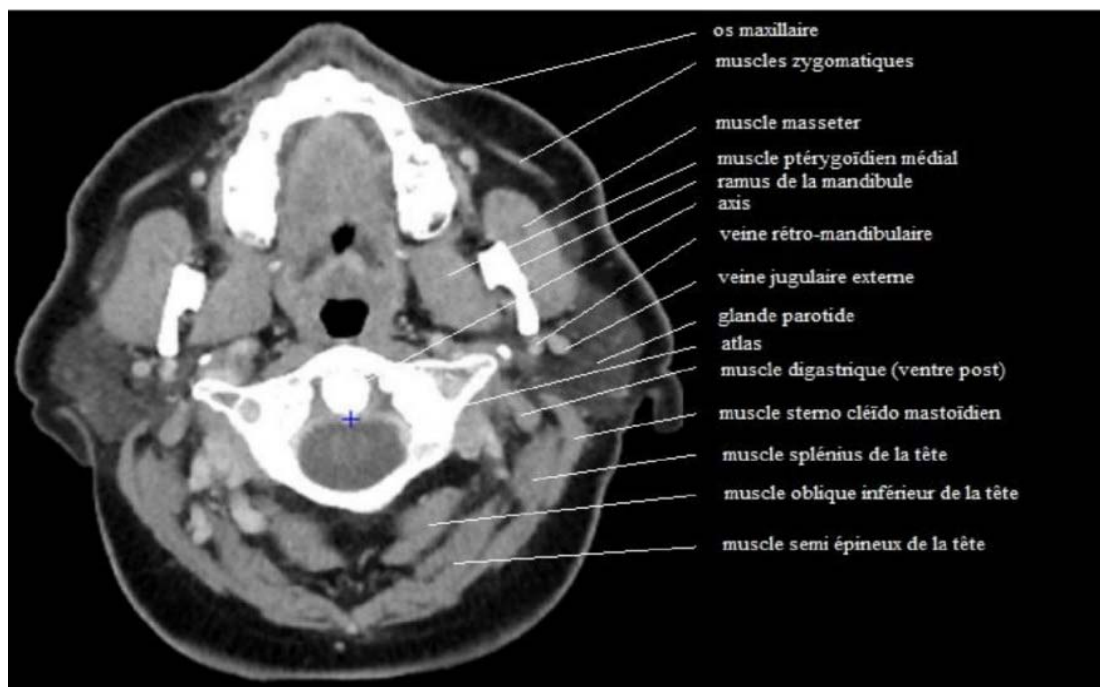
Coupe TDM montrant la région parotidienne (98)
